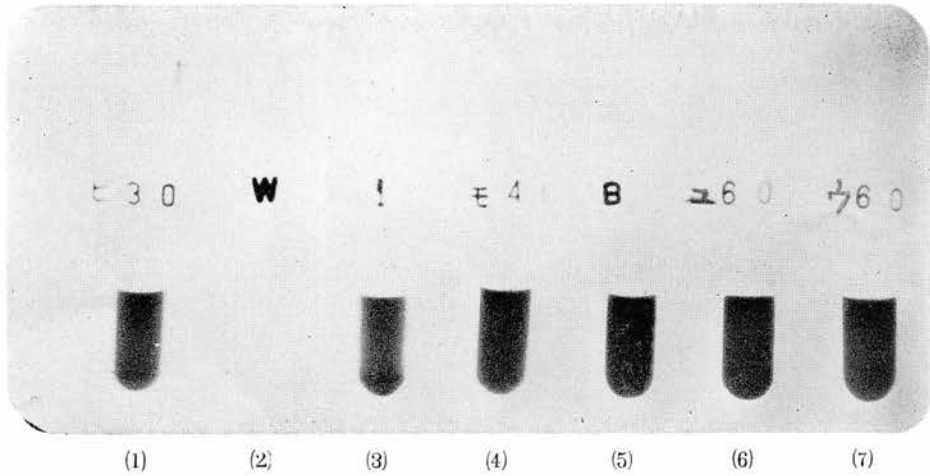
Roentgenogram of opaque media in test tube.
